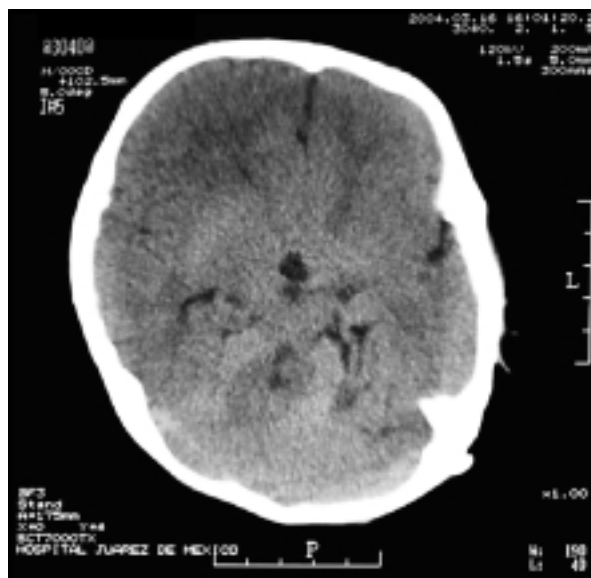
Ventriculo único y agenesia completa de cuerpo calloso, imágenes en TC.
